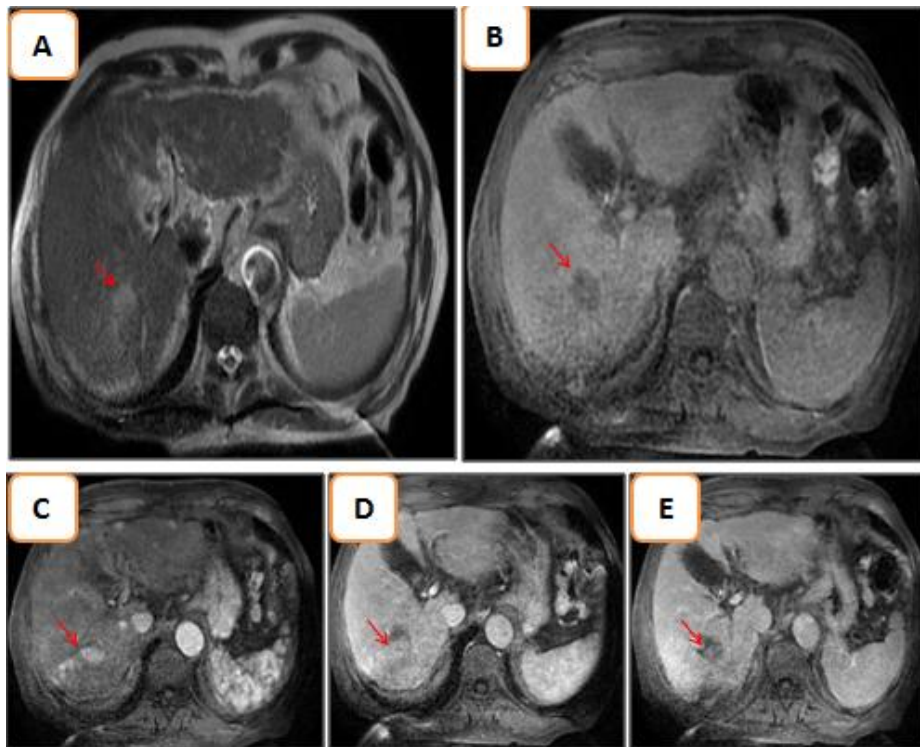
A l'IRM, plage lésionnelle des segments VI et VII en hypersignal T2(A), hyposignal T1(B), prise de contraste artériel en nappe(C) avec un lavage tardif (E) témoignant de la persistance du tissu néoplasique : CHC infiltrant.
